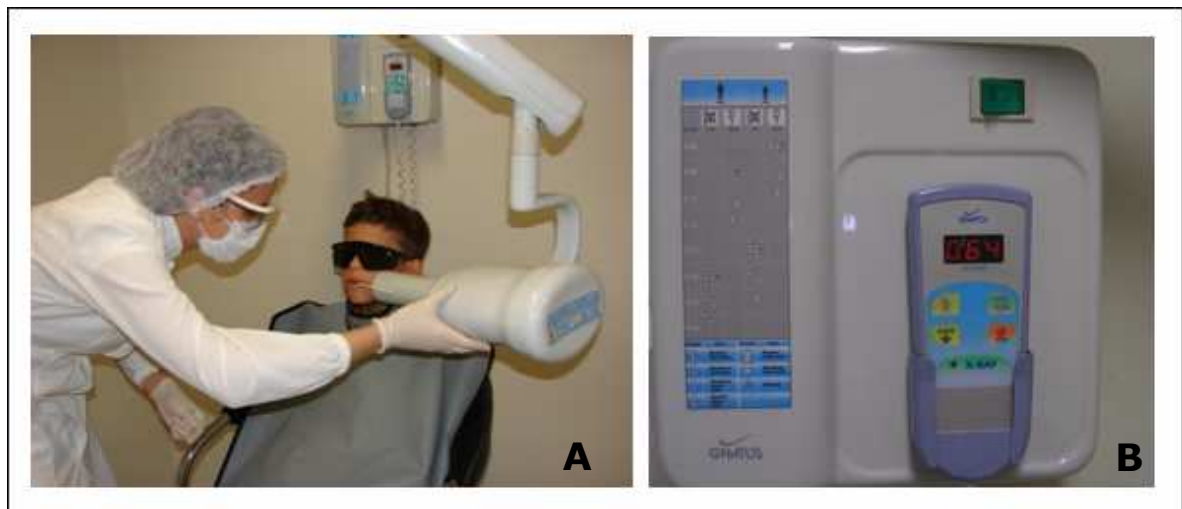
Exame radiográfico. A – Técnica de falso paralelismo por meio do uso de posicionador bitewing. B – Aparelho Timex 70C coluna móvel (Gnatus[®]).
